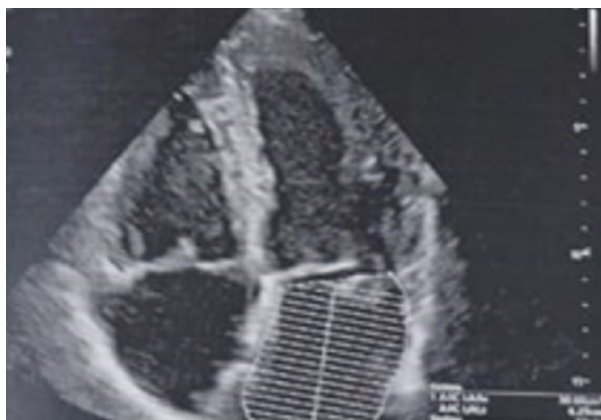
Ecocardiograma Doppler. Aurícula izquierda dilatada.
